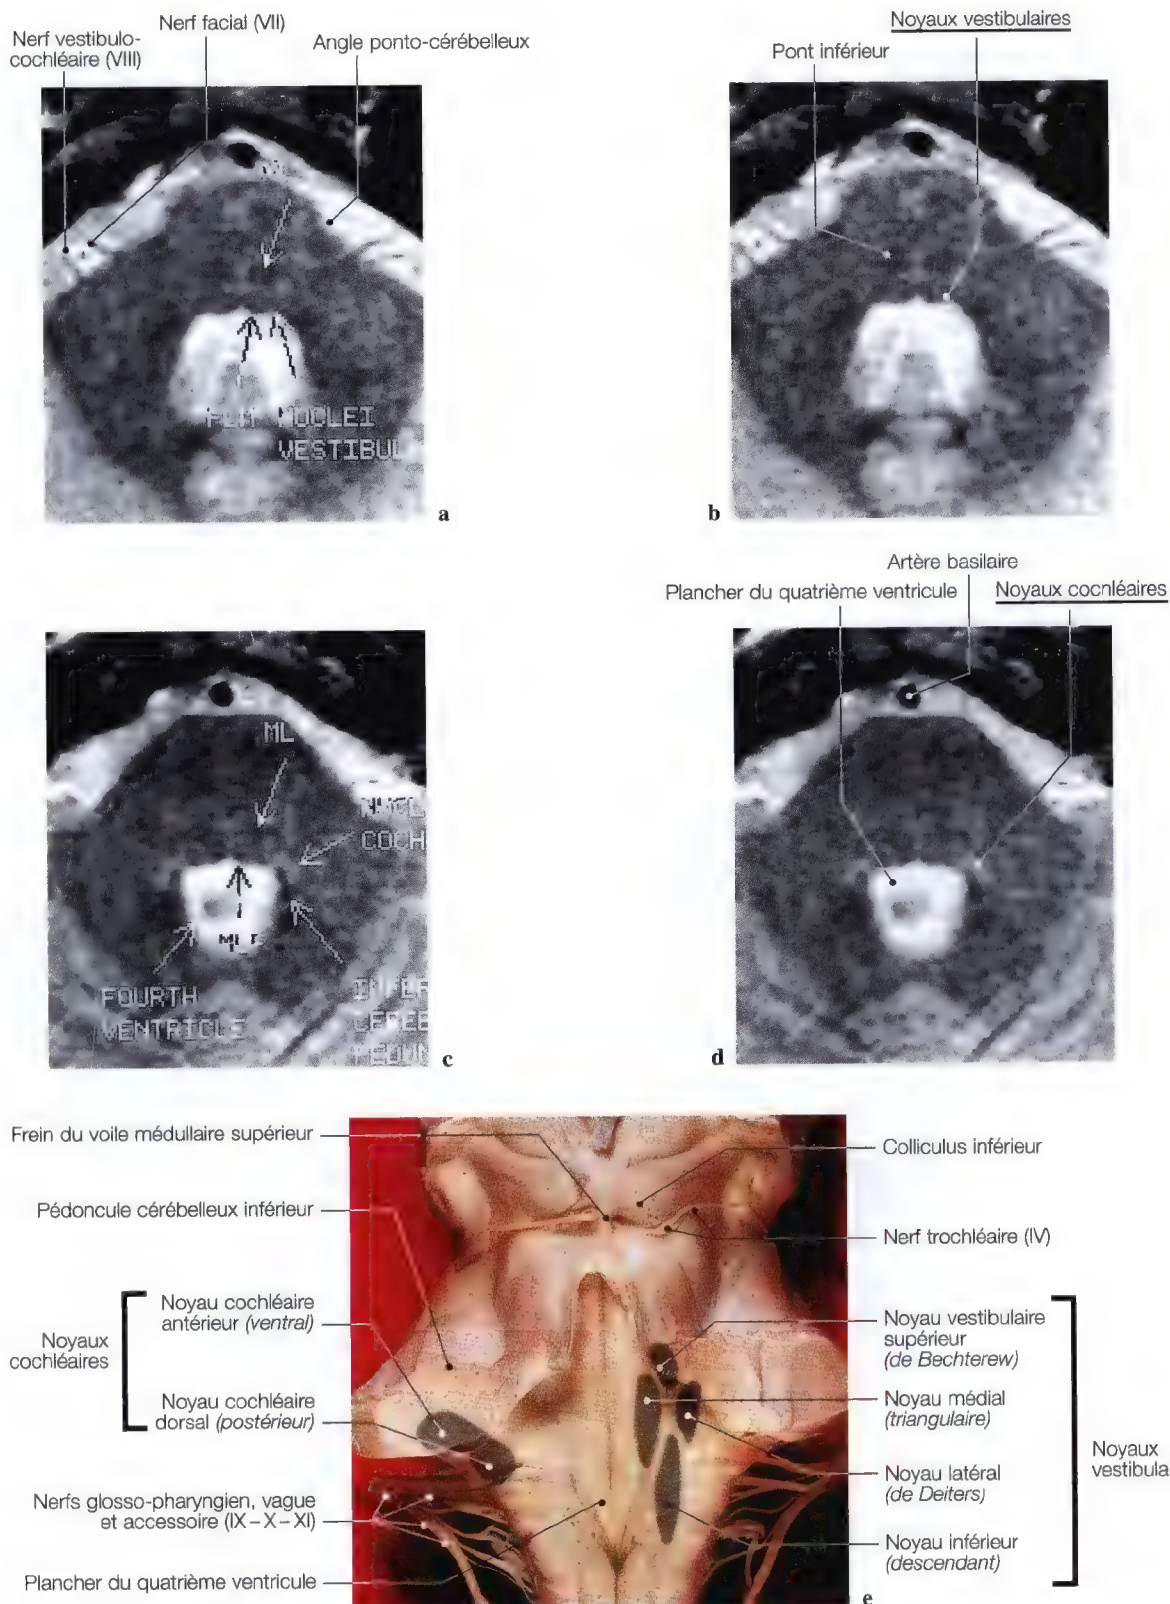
a-e. IRM au niveau du pont inférieur pour les noyaux vestibulaires et cochléaires (a-d); vue anatomique postérieure du tronc cérébral au niveau du plancher du IV^{ème} ventricule montrant les noyaux. (IRM: Dr. J.W. Casselman, A.Z. St Jan, Bruges, Belgique)
